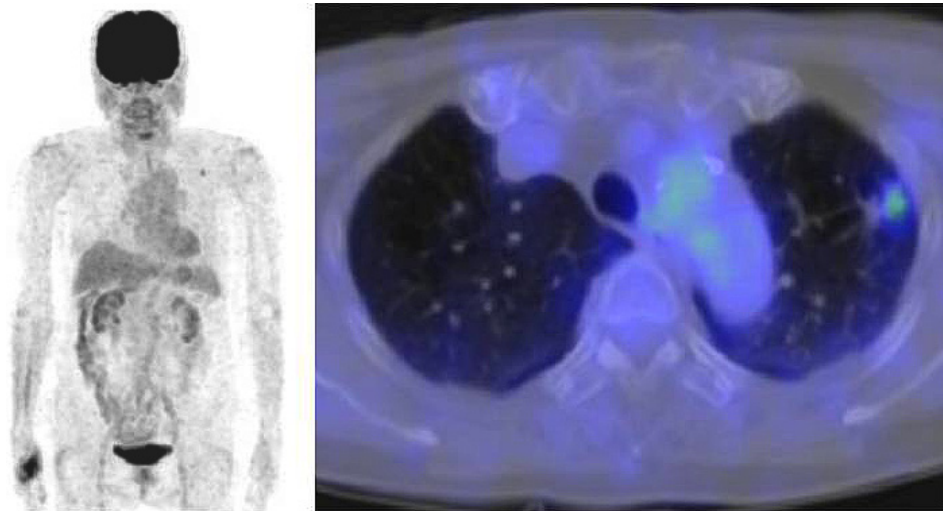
FDG-PET/CT revealed abnormal accumulation in the primary tumor in the left S¹⁺² (SUVmax: 2.53). There was no abnormal accumulation in other regions, including the mediastinal and hilar lymph nodes.
